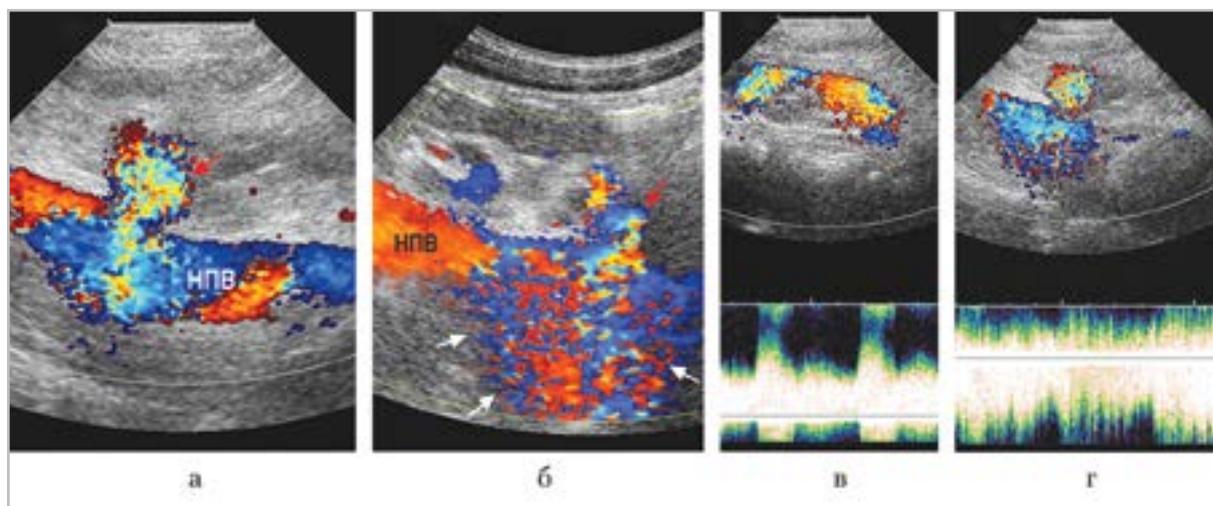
УЗИ при поступлении пациента: *а* — цветовое картирование кровотока, продольный скан в эпигастральной области: определяется ярко окрашенный шунт (стрелка), турбулентный поток в НПВ, ВБА вне скана; *б* — тот же скан, феномен «дрожания» (белые стрелки) вокруг шунта (красная стрелка); *в* — доплерограмма потока в ВБА; *г* — доплерограмма потока собственно в шунте
